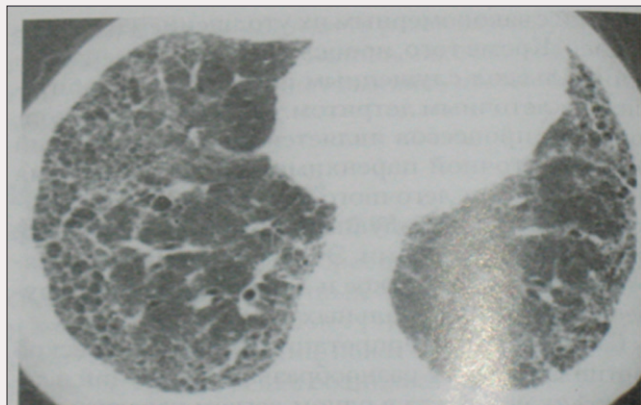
КТ ОГК пацієнта К. (15.11.2011)
